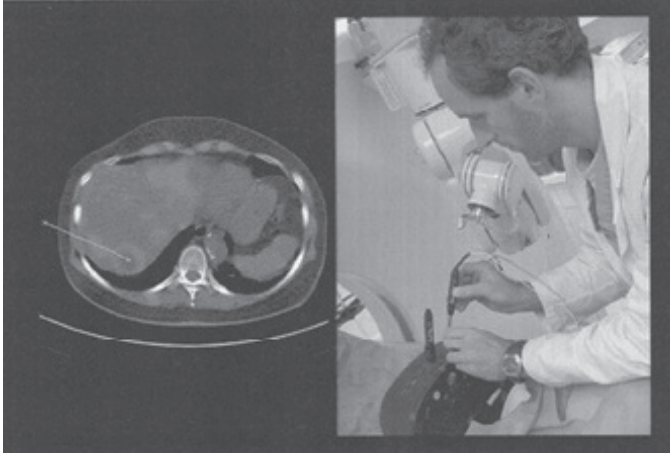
شاشة فورية لما قبل تخطيط الاستئصال بالترددات الراديوية تستعمل بيانات CT لتحديد مسارات ومواضع الأقطاب الكهربائية الافتراضية مع منحنيات كفاية متراكبة لدرجة الحرارة موافقة للورم، ونقطة دخول عبر الجلد<sup>(5)</sup>.
